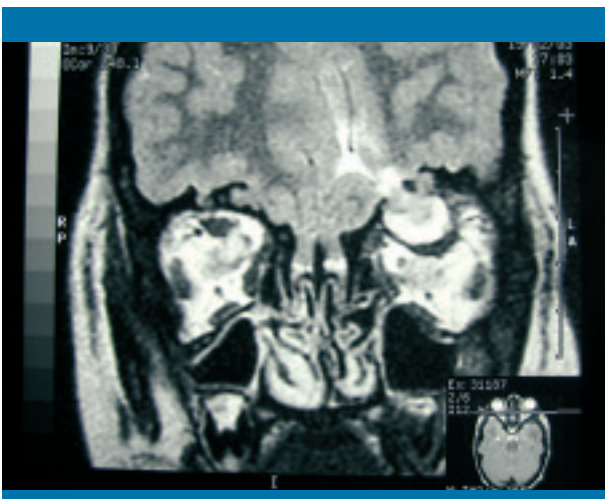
Resonancia magnética. Encefalocele frontorbitario con compresión del globo ocular izquierdo
